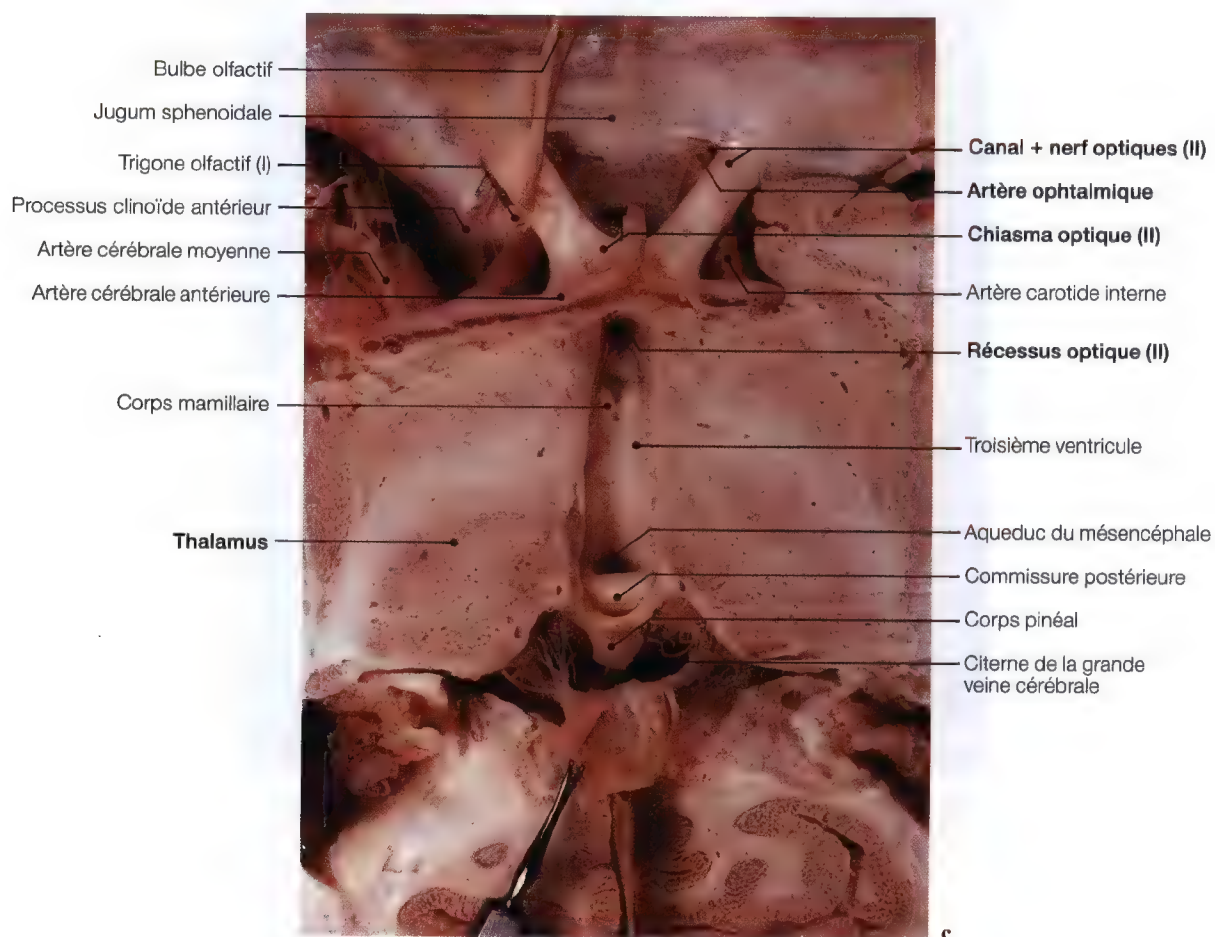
a - c. Coupes tomodensitométriques (TDM) axiales des nerfs et canaux optiques; vue anatomique supérieure de la portion intracrânienne des nerfs optiques et rapports du chiasma optique, thalamus, avec le troisième ventricule
